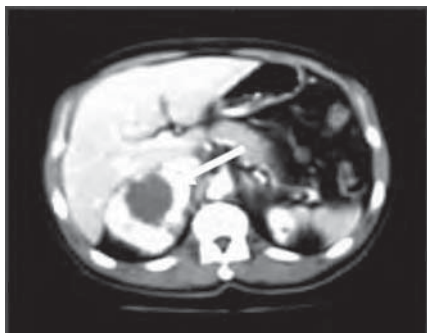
/3. Tomografía axial computada de abdomen visualizando un feocromocitoma necrosado del lado derecho. A la izquierda, pieza operatoria.
